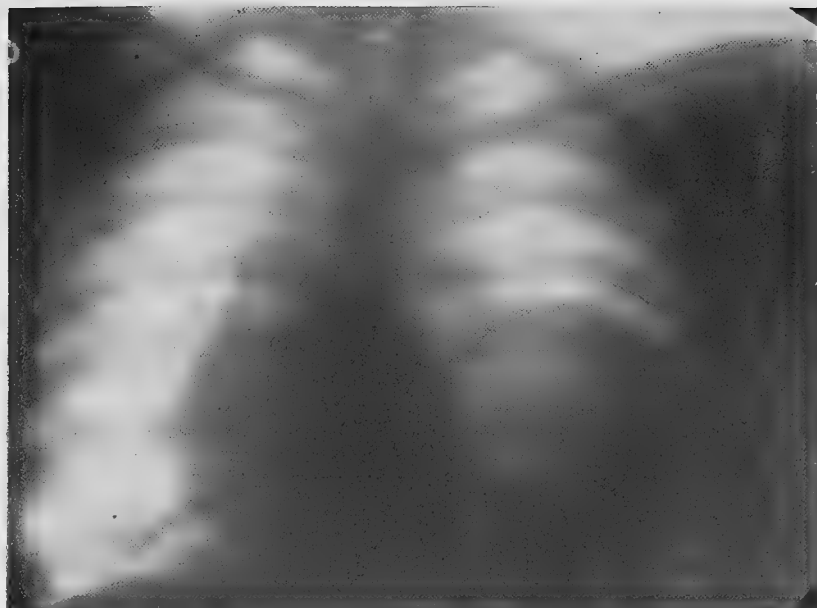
Radiographie prise le malade couché après ingestion de lait baryté.
